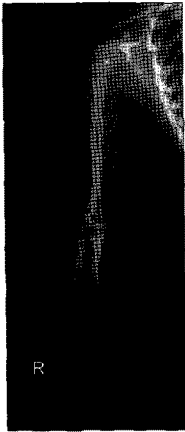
Long bone x-ray taken at the age of 5 year and 2 months. Medullary canals of the long bones present.
